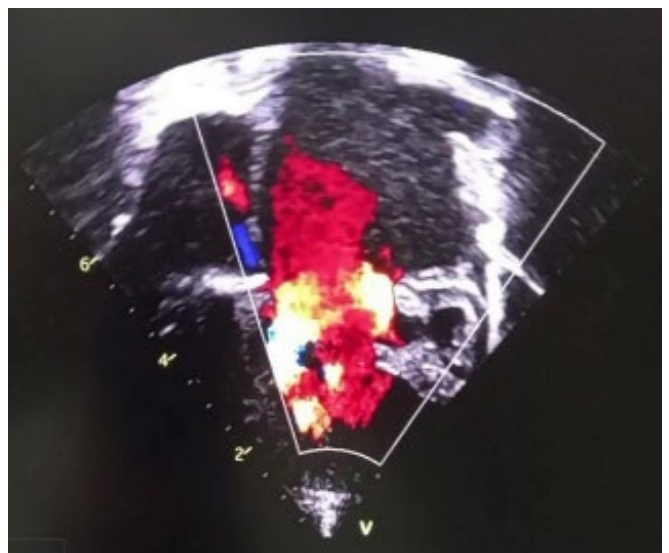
proyección apical 4 cámaras, mostrando aceleración de flujo en Doppler color.
